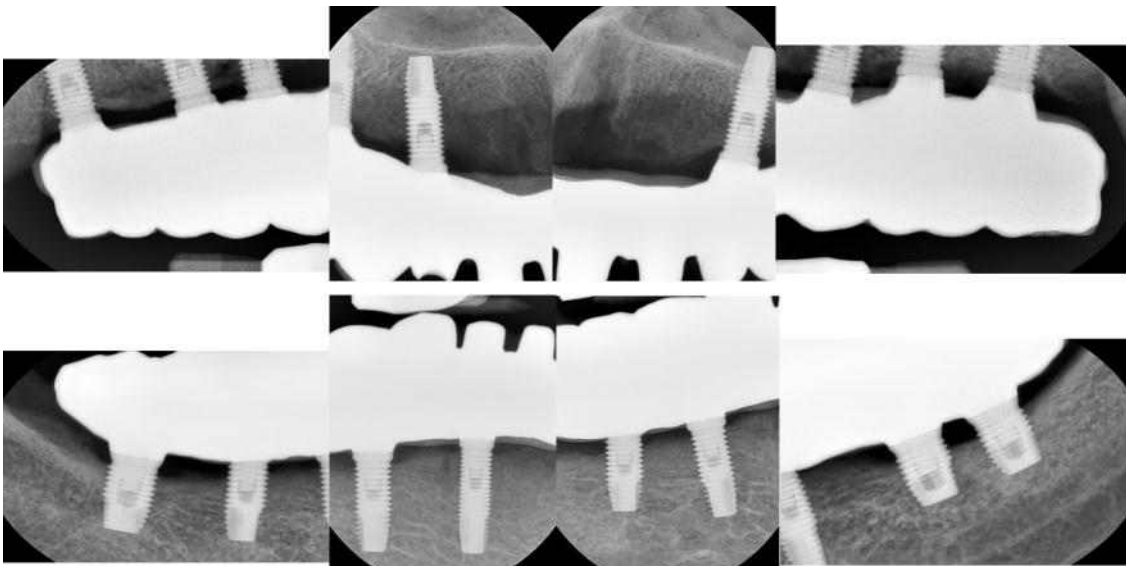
Radiographic control after 2 years in use showing stable marginal bone at the level of the implants.
